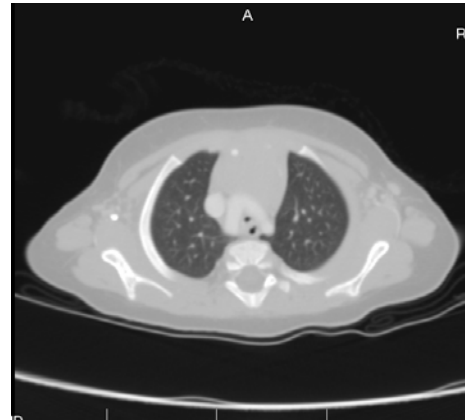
TAC multicorte con ventana de pulmón a nivel del cayado aórtico
